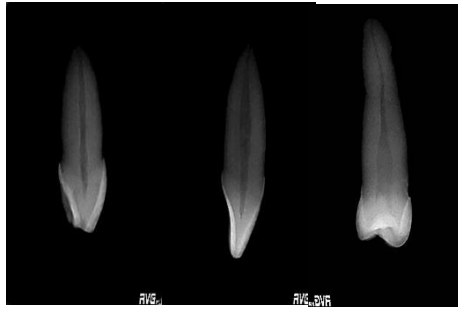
Radiografias RVG[®] usadas na seleção dos dentes
